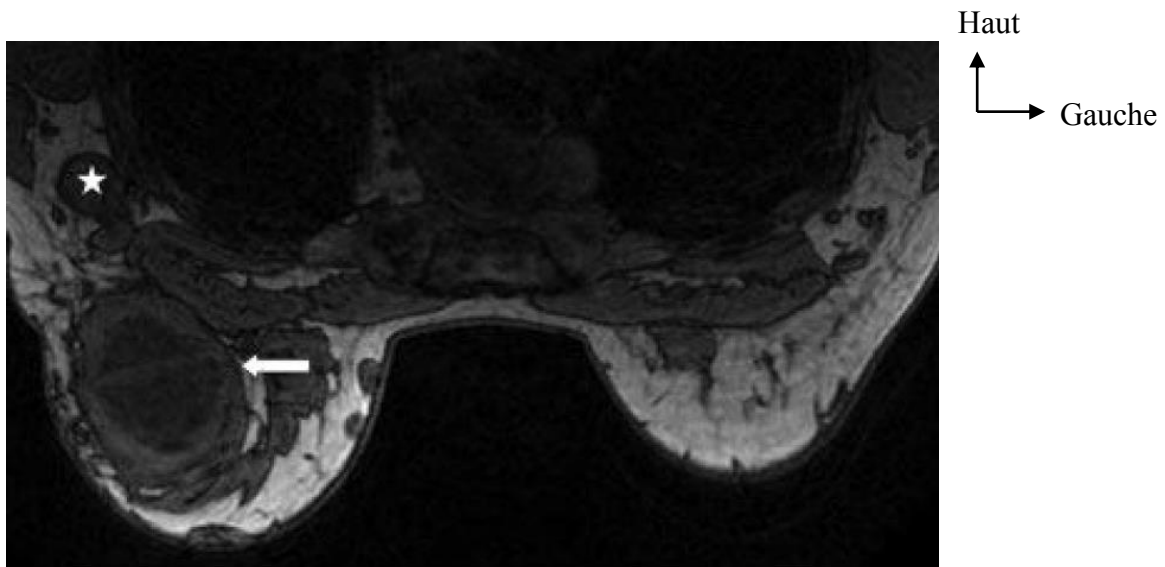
IRM axiale T1 qui montre une masse large kystique (flèche) et une adénopathie axillaire (étoile) [6].
